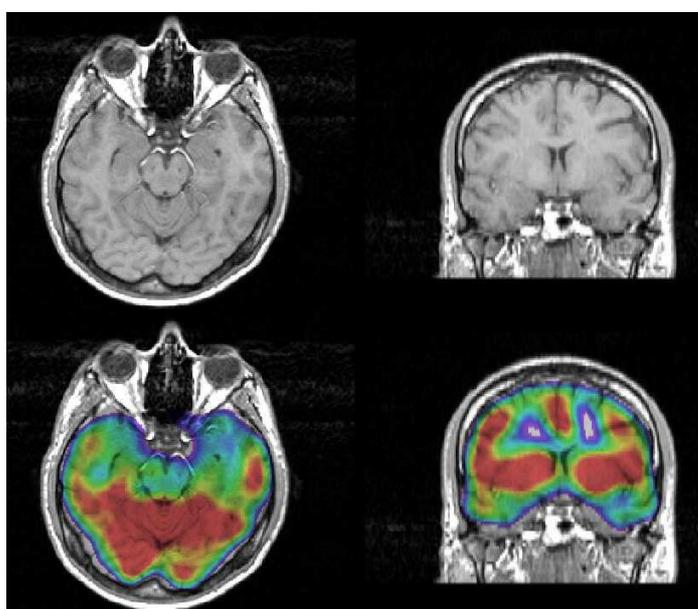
Determinación de una epilepsia por asimetría funcional mediante fusión de una prueba de SPECT y una resonancia magnética. Los diferentes colores caracterizan los diferentes grados de perfusión cerebral. (Por cortesía de la Unidad de Medicina y Cirugía Experimental, Hospital General Universitario Gregorio Marañón de Madrid).
